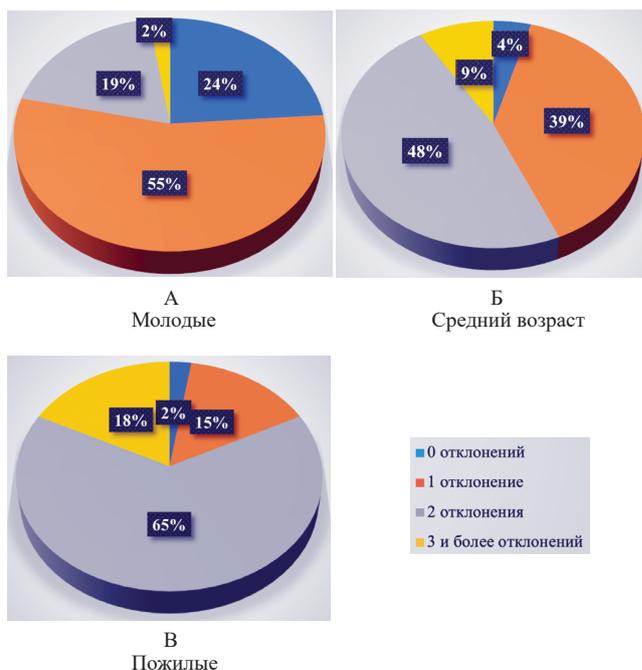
Процент встречаемости пациентов с отклонениями по данным УЗИ щитовидной железы (УЗИ ЩЗ), УЗИ органов брюшной полости (УЗИ ОБП) и ЭКГ в зависимости от возрастной категории (пациенты мужского пола). А – Молодые пациенты (18–44 лет, n=42); Б – Пациенты среднего возраста (45–59 лет, n=23); В – Пожилые пациенты (60–74 лет, n=40)
